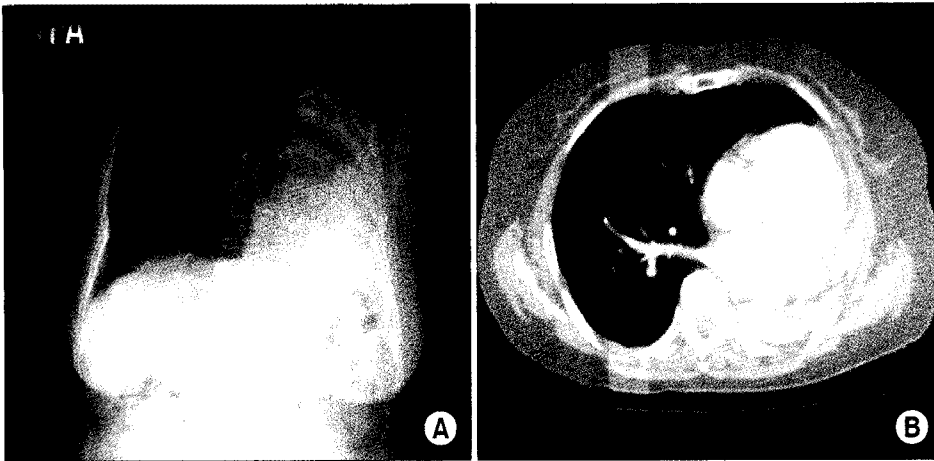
Preoperative chest X-ray (A) and chest CT (B) show absence of the left lung, hyperinflation of the right lung and mediastinal displacement.
